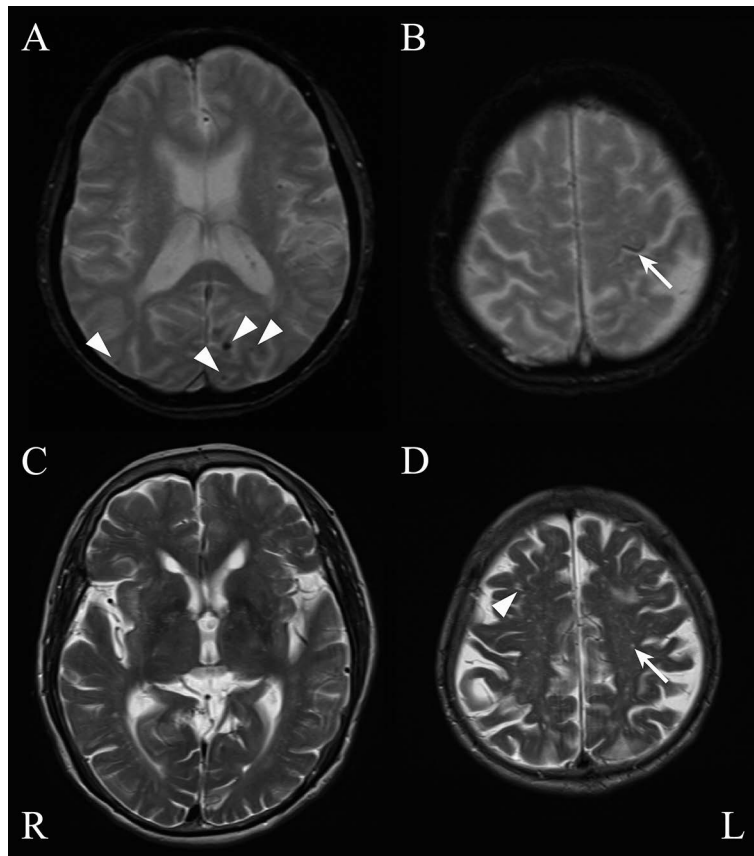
Brain MRI obtained one month before the onset of symptomatic intracerebral hemorrhage at a regional memory clinic. MRI is performed with a 1.5-T scanner. T₂*-weighted imaging (TR, 600 ms; TE, 25 ms; FA, 20°; Slice thickness, 6 mm) shows multiple strictly lobar CMBs in occipital lobes (A: arrow heads) and focal cortical superficial siderosis in the left central sulcus (B, arrow). T₂-weighted imaging (TR, 4,000 ms; TE, 106 ms; FA, 180°; Slice thickness, 6 mm) shows dot-like hyperintensities (12 lesions) characteristic of enlarged perivascular spaces in the left basal ganglia, as well as dot-like (arrow) and linear (arrowhead) hyperintensities (44 lesions) typical of enlarged perivascular spaces in the centrum semiovale.
